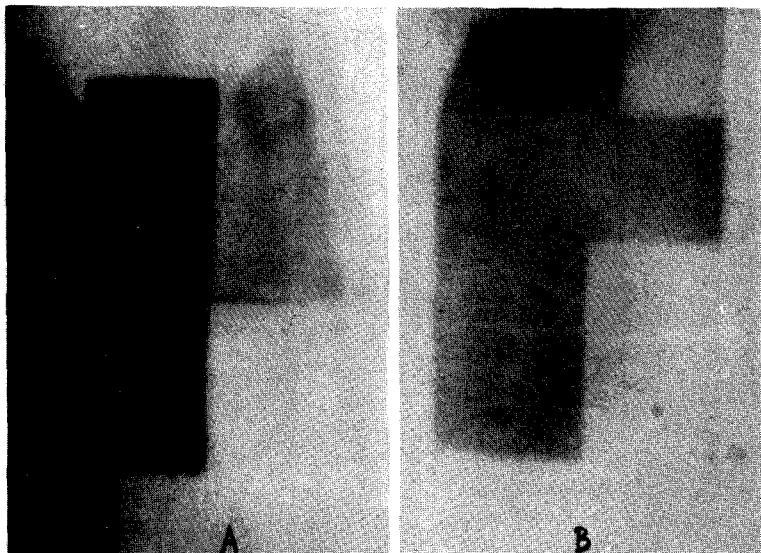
Verification films in patient by 6-MV X-ray A; Medial tangential port film. B; Anterior hockey stick port film.
